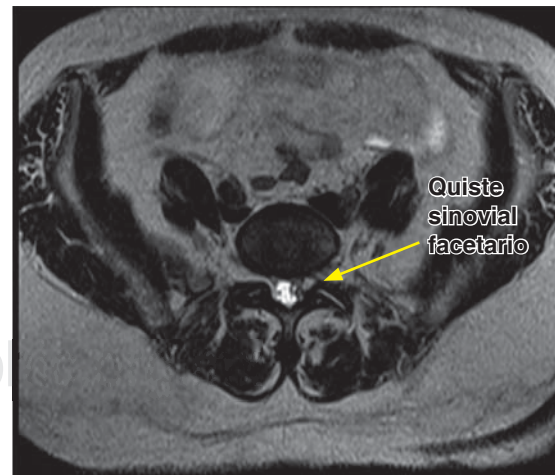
Imagen de RM, corte axial ponderada en T2, se observa quiste sinovial facetario que condiciona compresión: del saco dural, de la raíz S1 izquierda, se aprecia artrosis facetaria bilateral en nivel L5-S1.
